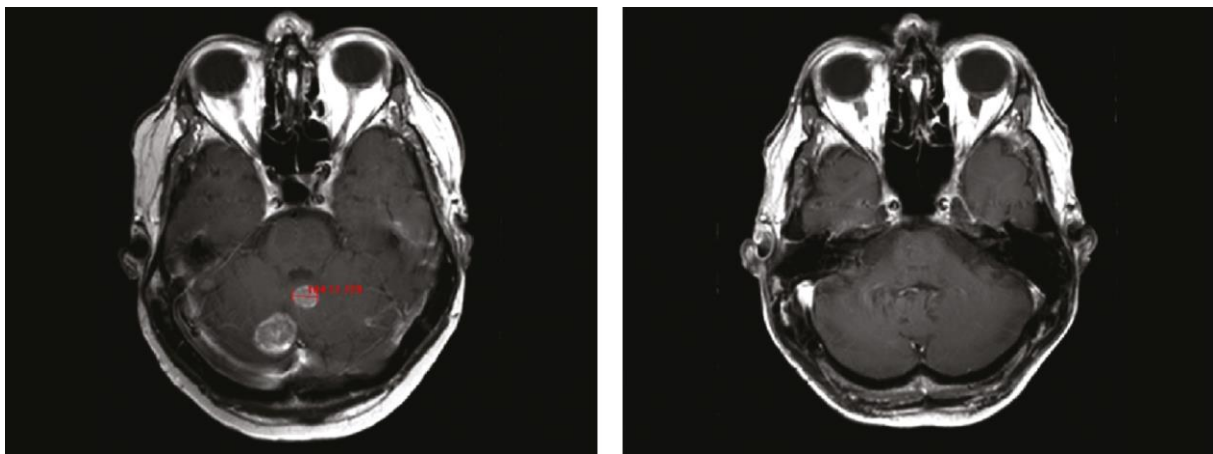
Intrakranielle MRT- Aufnahmen eines Crizotinib-naiven Patienten in Studie X2101 zu Studienbeginn (links) und nach 12 Monate nach Beginn der Behandlung mit Ceritinib (rechts). Das rechte Bild zeigt eine Remission der Tumorherde (retrospektive Beurteilung durch unabhängige Reviewer).
